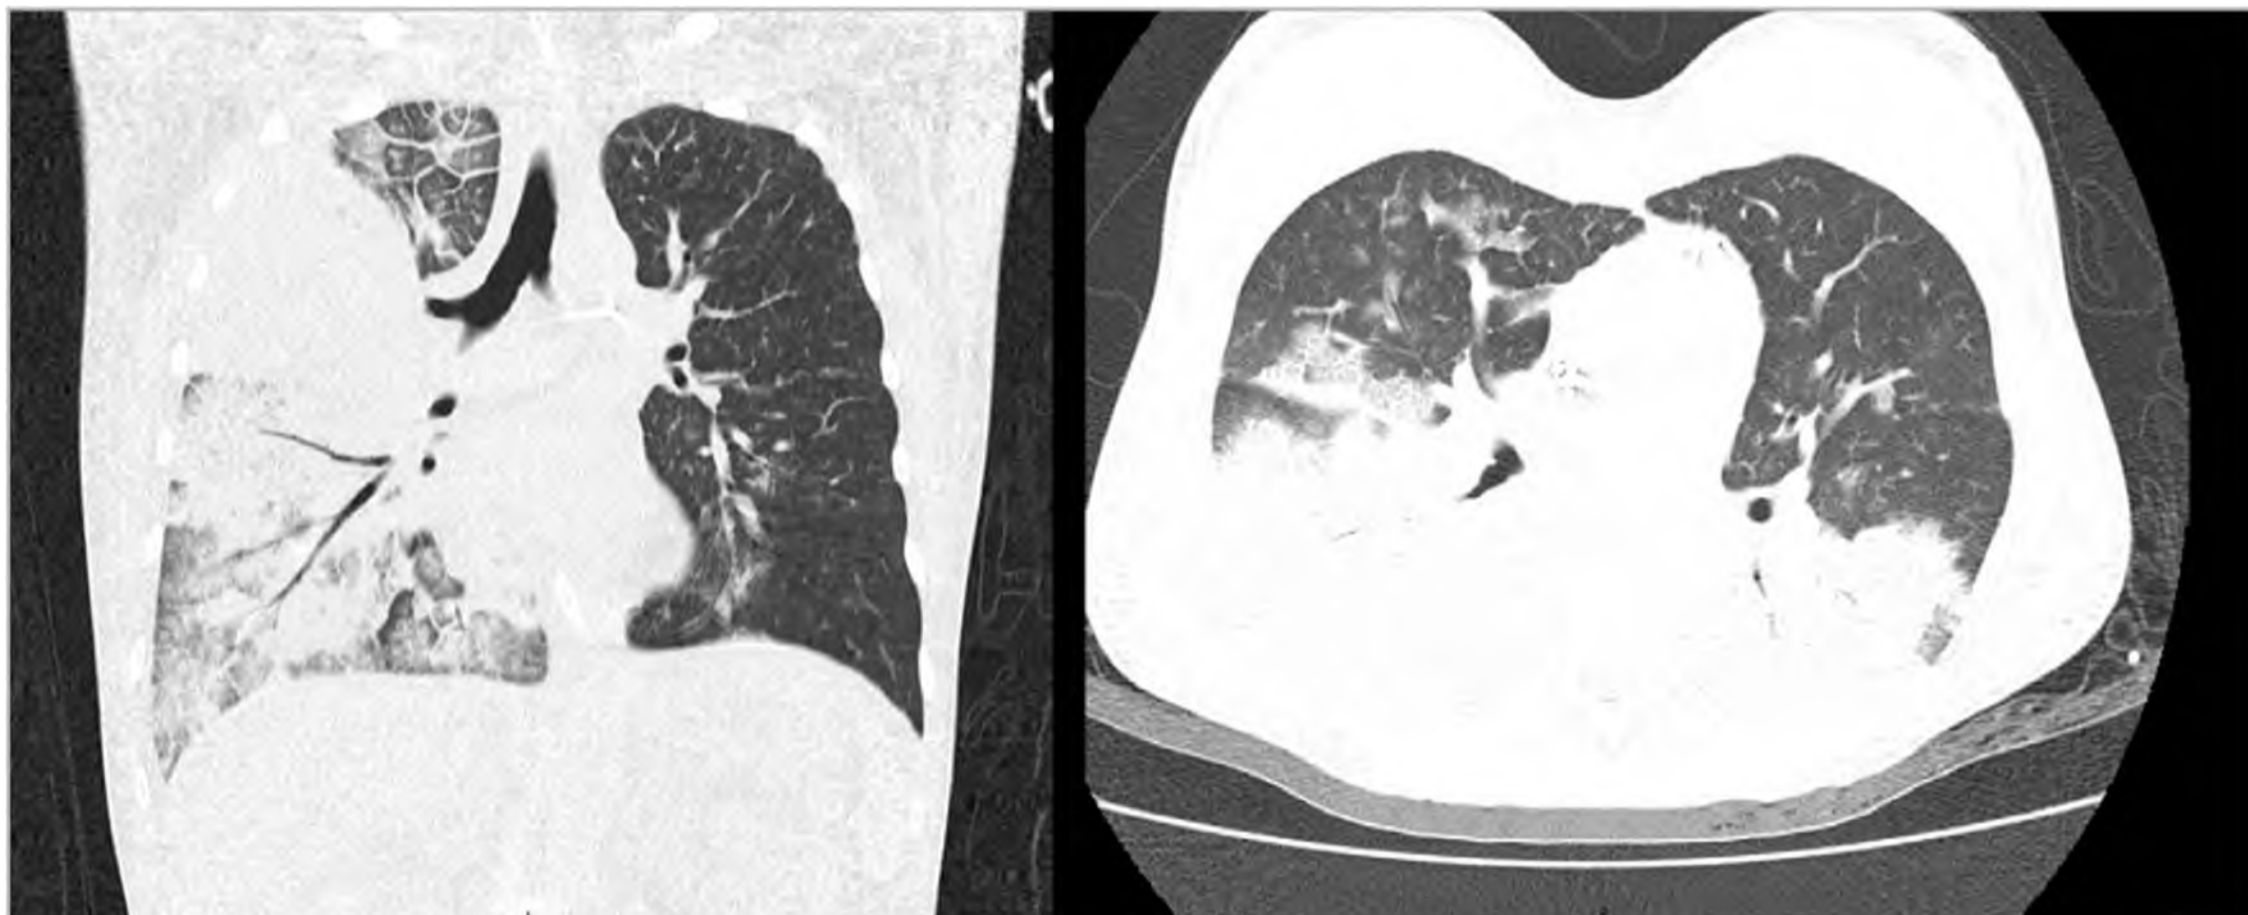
Tomografia computadorizada do tórax. Consolidação tipo pneumônica bilateral.
